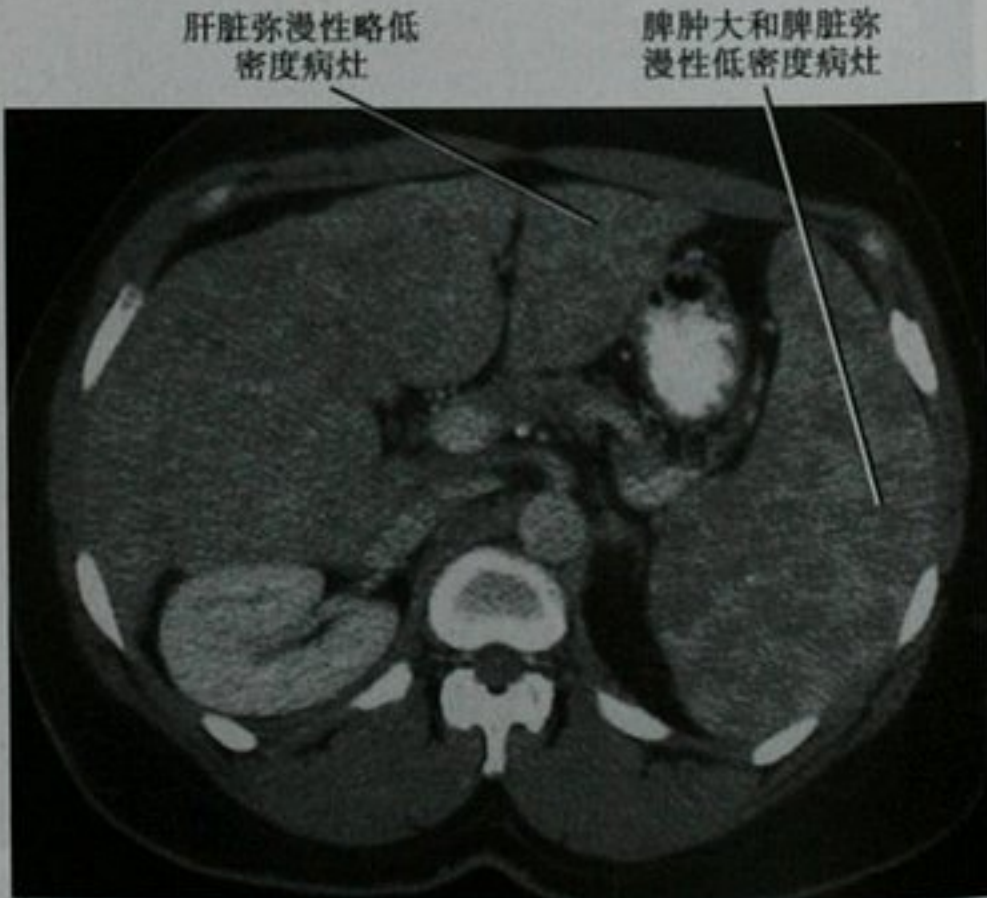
普鲁菌病患者,上腹部 CT 平扫横断面图像
